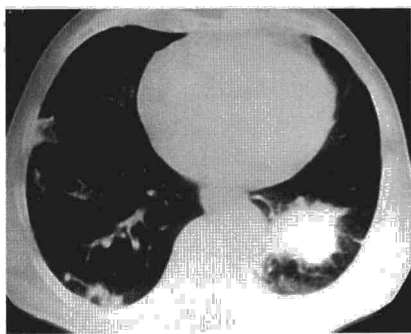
TC torácica antes del tratamiento. Masa en el lóbulo inferior izquierdo e infiltrados alveolares periféricos bilaterales de predominio en el hemitórax derecho.
